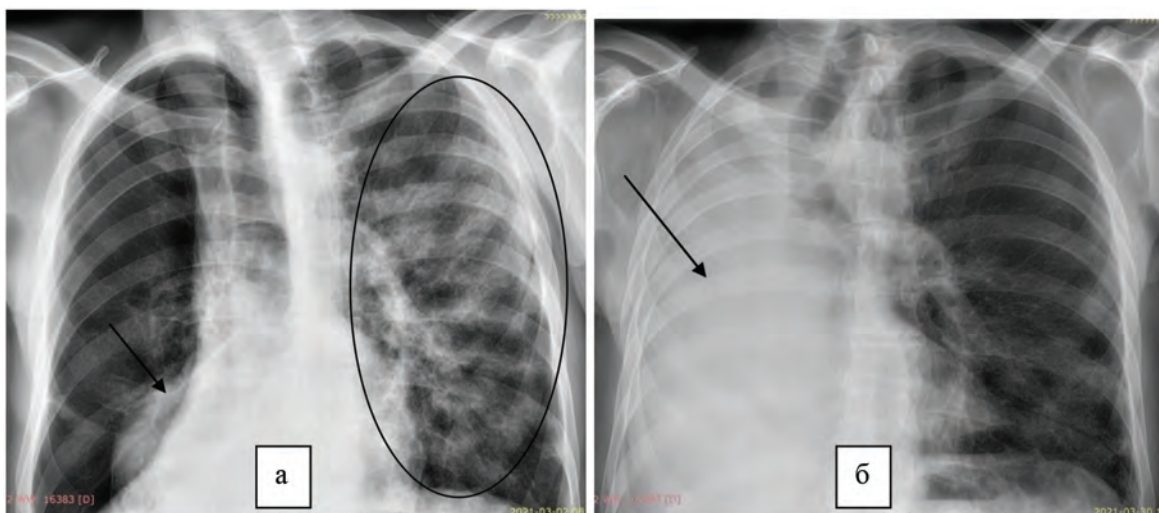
Оглядові цифрові рентгенограми хворого на центральний рак нижньої частки правої легені та COVID-19:
